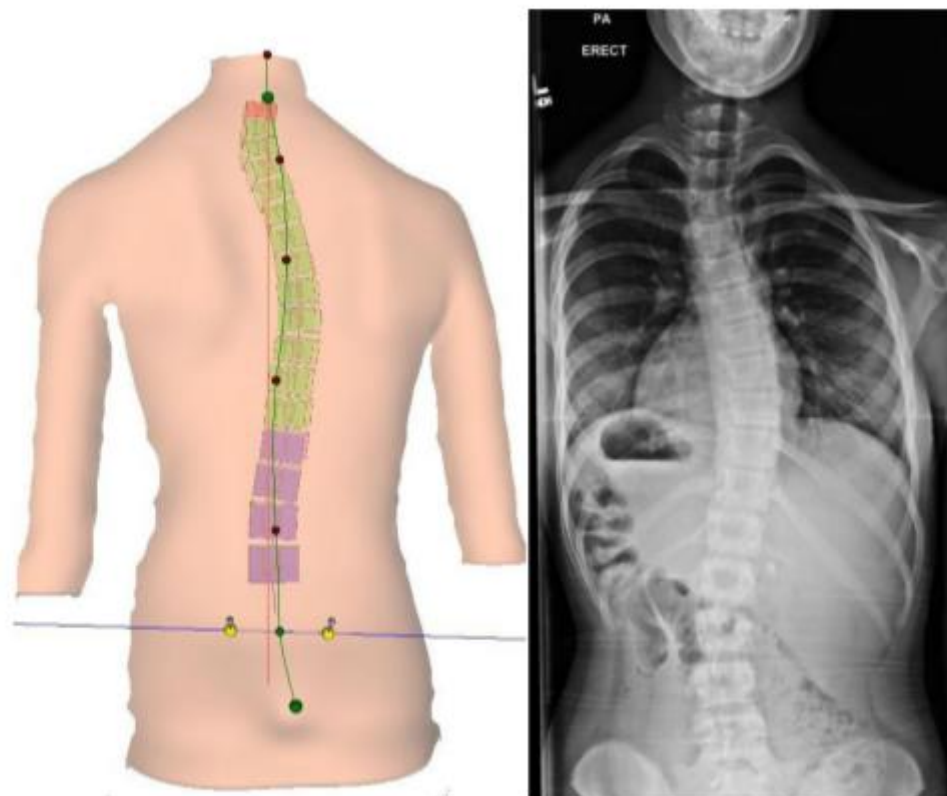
Example of a 3D reconstruction next to a corresponding x-ray.
